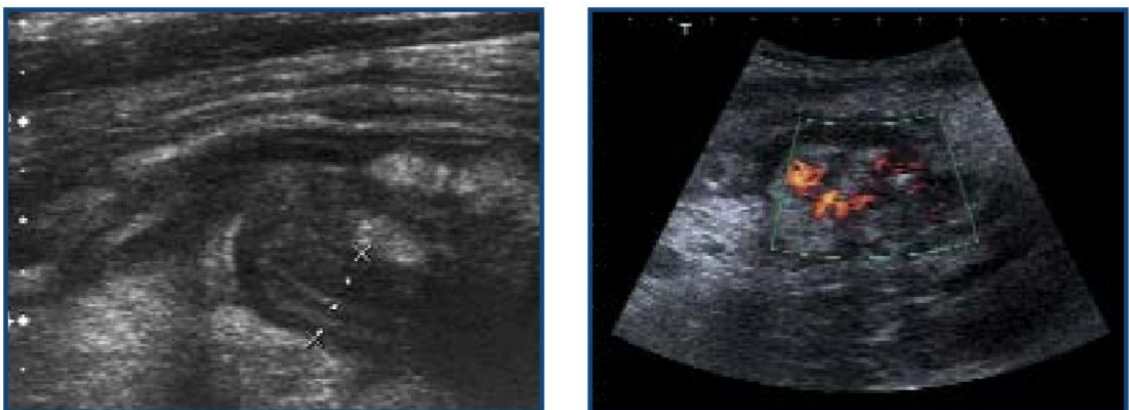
a - b Apendicitis con aumento de la vascularización de la pared. Se muestra el apéndice engrosado y con estructura de capas. En la imagen anexa el mismo apéndice inflamado con aumento de la vascularización de su pared en estudio con Doppler – Peña I y cols, Apendicitis Aguda, diagnóstico por imagen, Hospital Universitario La Princesa. Madrid, Septiembre 2008
